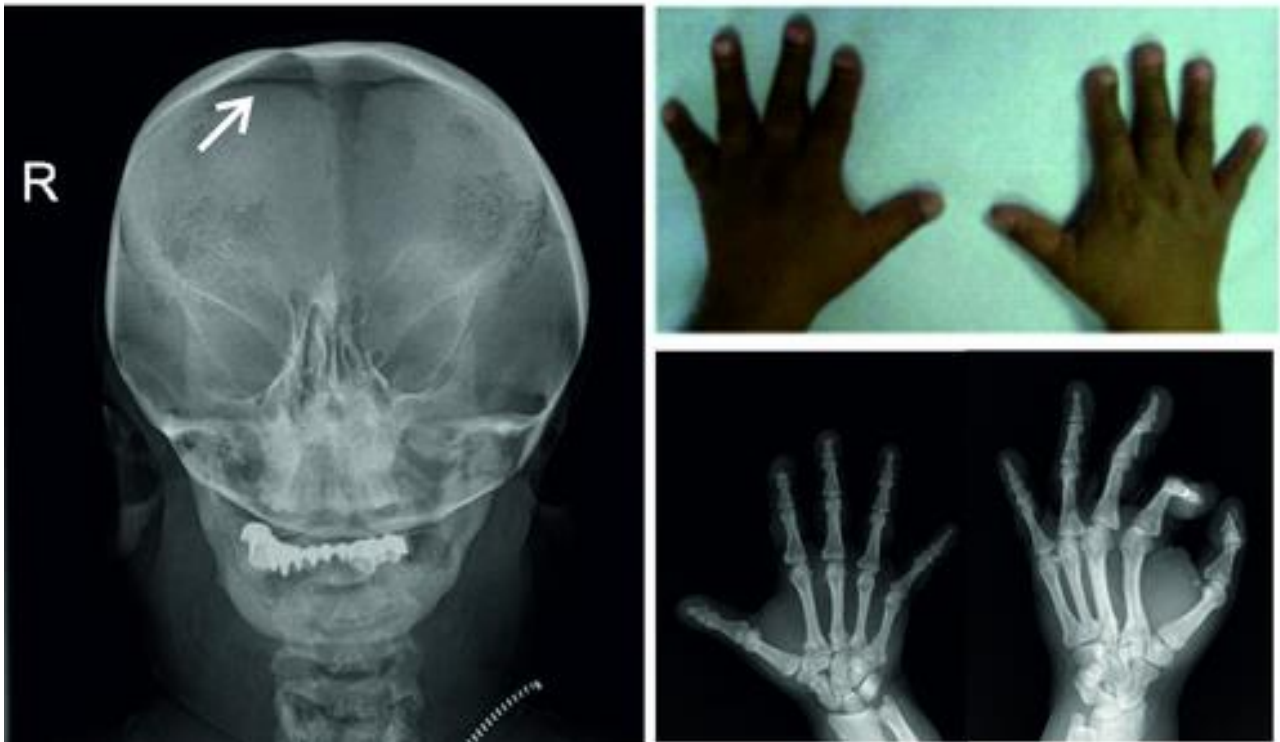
Characteristics of pycnodysostosis. Persisting open sagittal suture on cranial x-ray (white arrow) and phalangeal hypoplasia are demonstrated.
